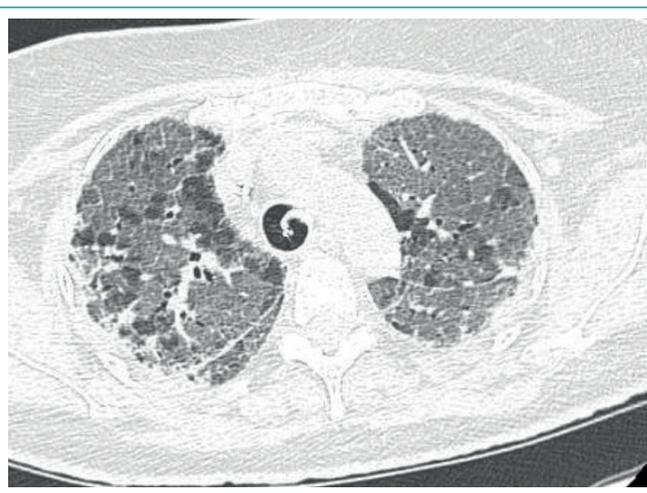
TAC de tórax. Patrón en vidrio deslustrado de la totalidad del parénquima pulmonar con tractos fibrosos y panalización.
